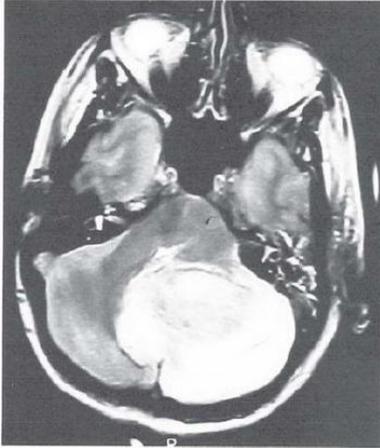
RM mostrando hemorragia cerebelosa.
